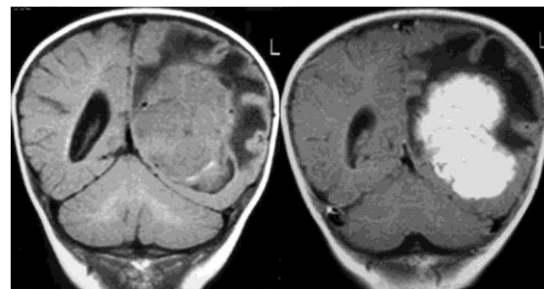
RM secuencia T1 sin y con contraste mostrando un plexopapiloma de ventrículo lateral.
